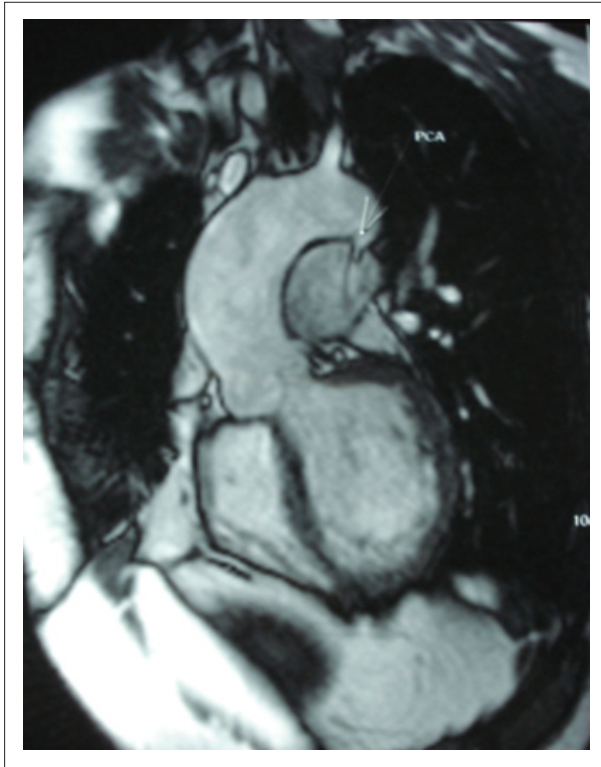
Ressonância nuclear magnética evidenciando a persistência do canal arterial (seta).
